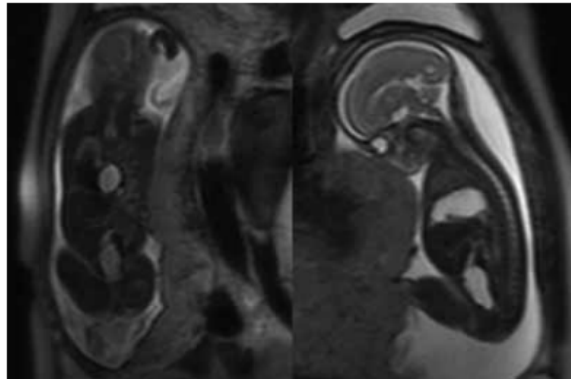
Resonancia magnética de HDC en corte coronal (estómago casi en el centro del tórax en blanco e intestino, con corazón (oscuro) muy desplazado a la derecha) y corte parasagital izquierdo (estómago e intestino por encima, ocupando hemotórax).
